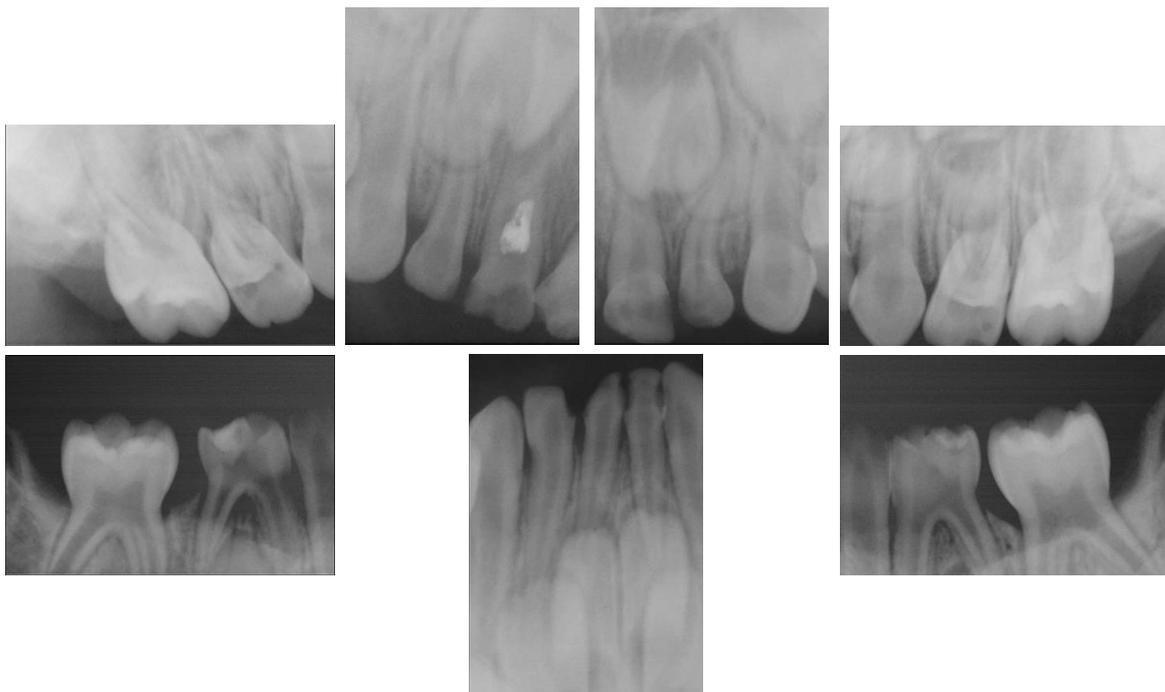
Intraoral radiography before treatment.
